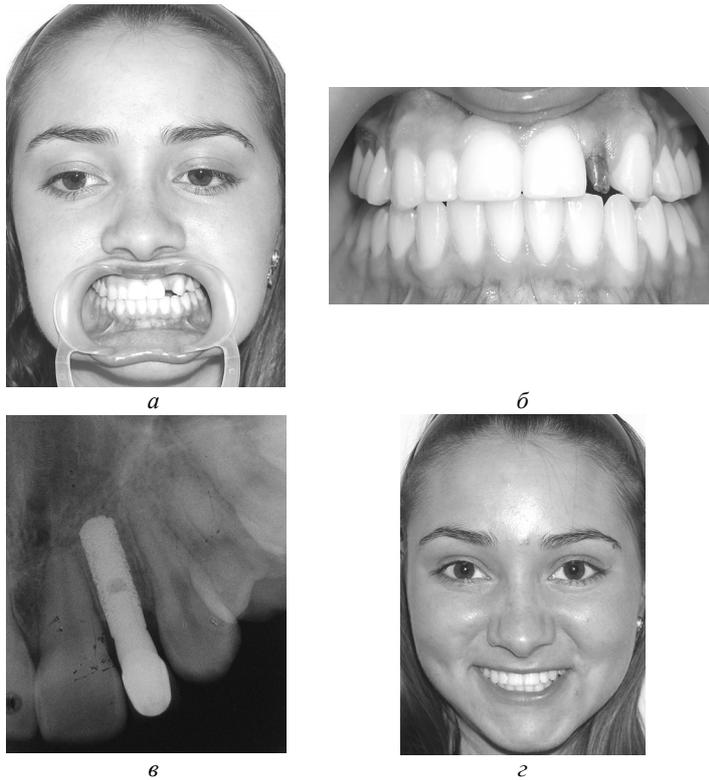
Состояние больной А.: а – после ортодонтического лечения; б – после фиксации опорной головки имплантата; в – рентгенограмма после фиксации опорной головки имплантата; г – через 5 лет после ортопедического лечения
